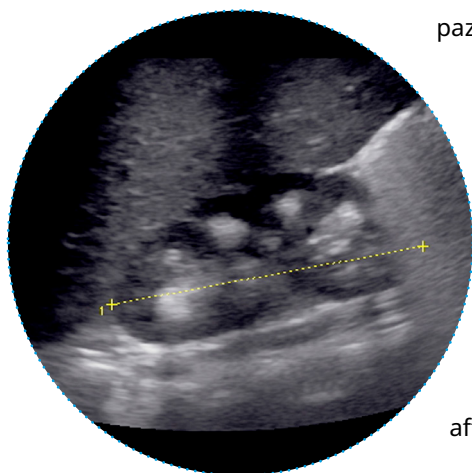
L'immagine ecografica mostra una calcificazione grave e diffusa nel rene di un paziente di 6 mesi affetto da PH I e insufficienza renale acuta.
